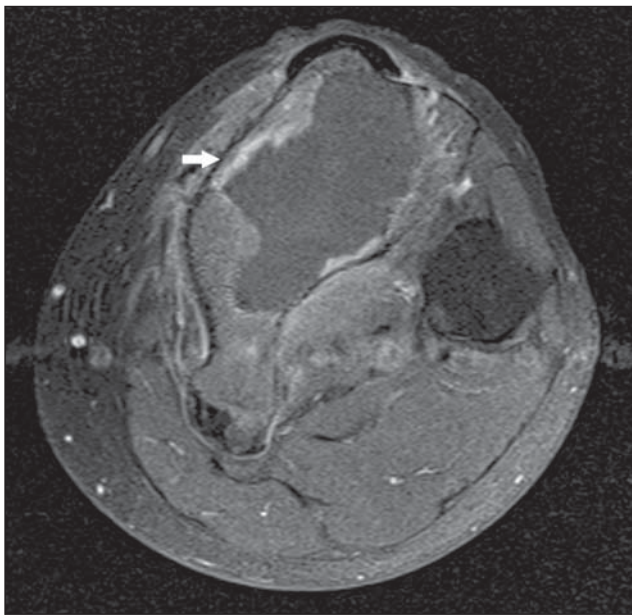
RM, plano axial T1 *fat sat* pós-gadolinio demonstrando a lesão infiltrativa realçada pelo meio de contraste (seta), com relativa preservação da cortical.
